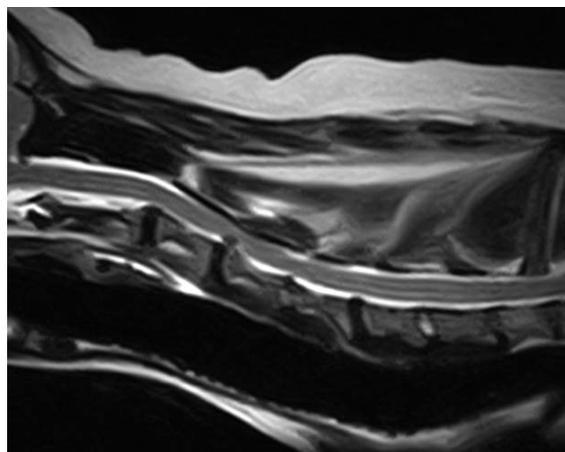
頸部MRI T2-強調矢状断像。C3-4に椎間板ヘルニアが認められた。同横断像では脊髓のほぼ真下から椎間板物質が脱出していた。
